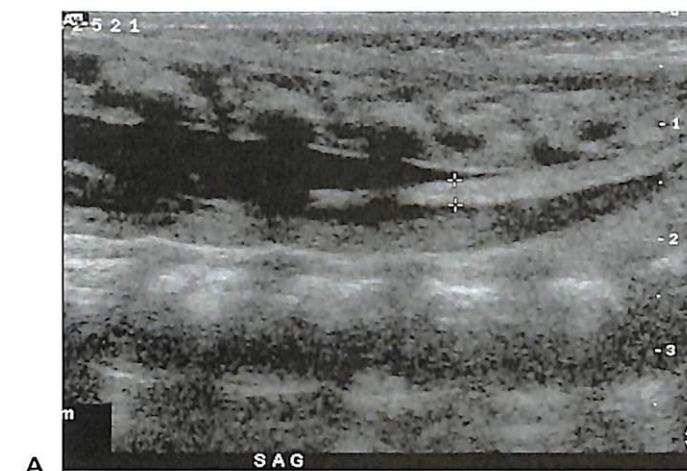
Жировое перерождение терминальной нити. Ультразвуковое исследование каудальной части спинного мозга в (А) сагиттальной и (В) поперечной плоскостях выявляет утолщенную и эхогенную терминальную нить. (С) При МРТ в поперечной плоскости отмечается высокая интенсивность сигнала от терминальной нити. Увеличение эхогенности и высокая интенсивность сигнала отражают наличие жира.
